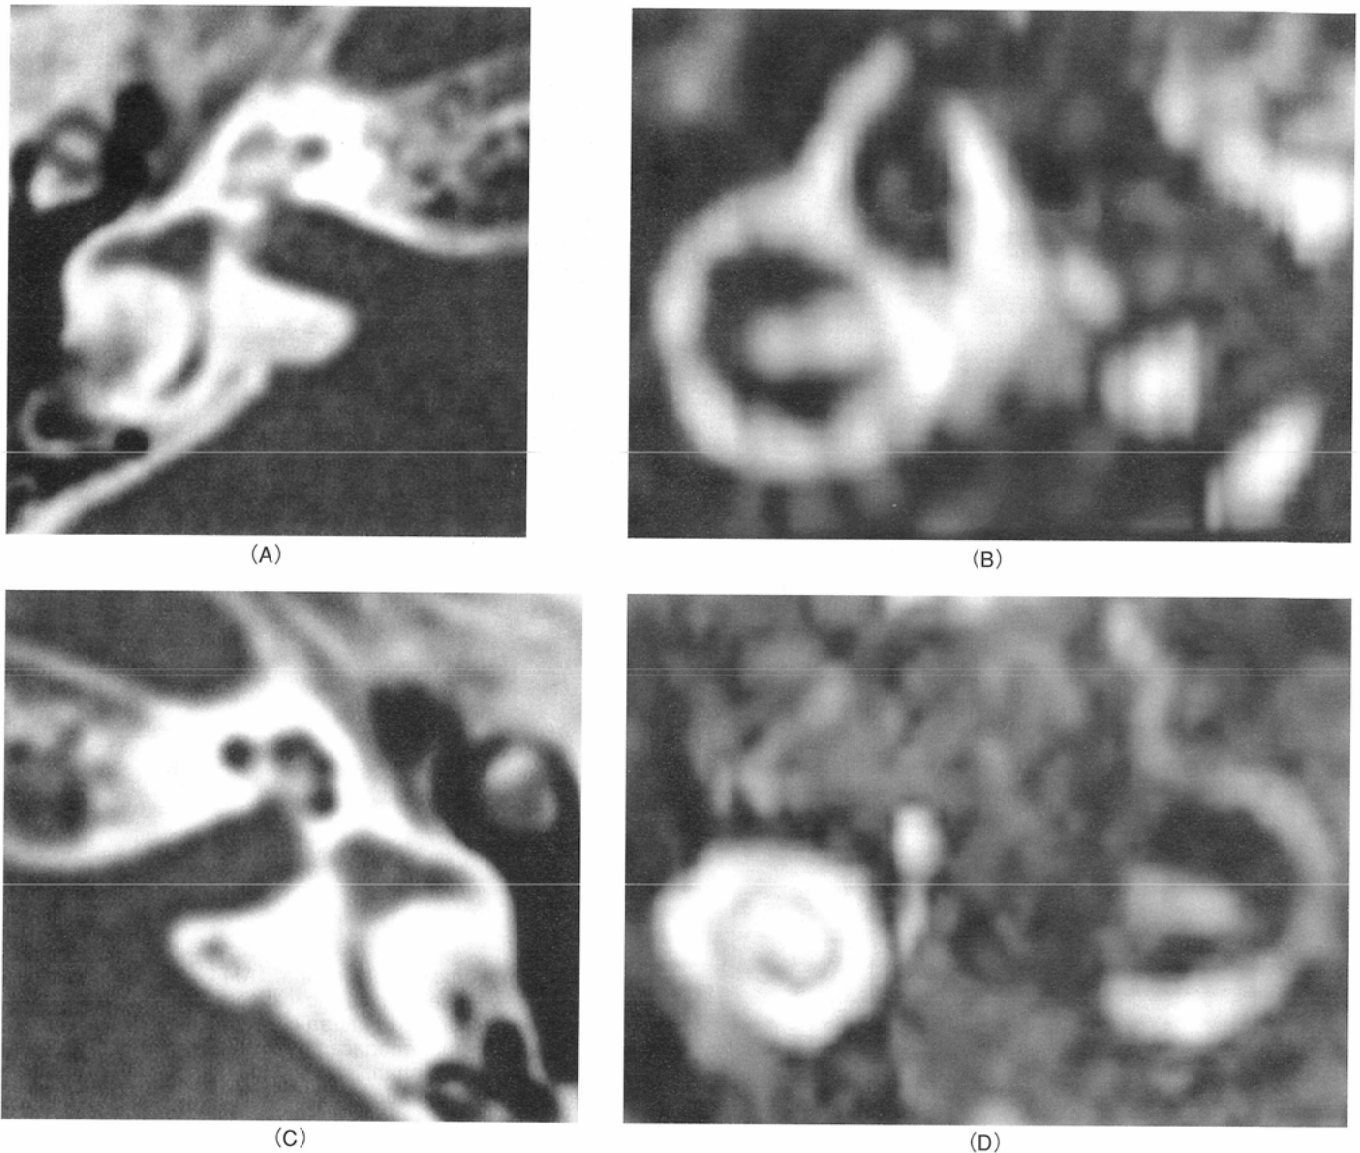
Bilateral chronic labyrinthitis. A: Attenuation of the right cochlea is slightly increased on HRCT. B: The right cochlea is not detected on a partial MIP image obtained from 3D FASE images. Segmental defect is also observed in the superior semicircular canal. C: The left inner ear seems to be normal on HRCT. D: The basal turn of the cochlea, vestibule and some portion of the semicircular canals are not visualized on a 3D FASE MIP image.
